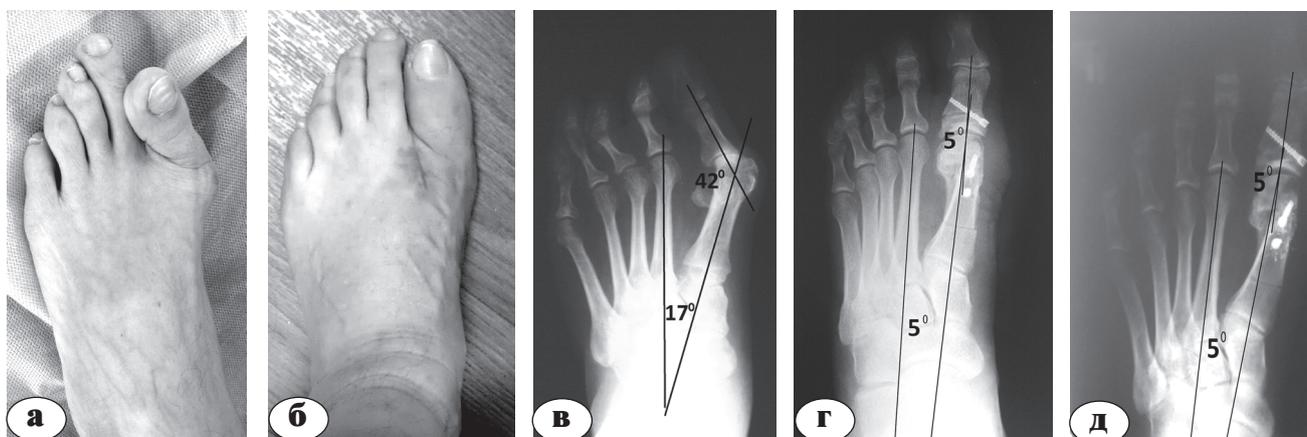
Пример односторонней коррекции деформации (группа 1): а – вид стопы до операции; б – после операции; в – рентгенограмма до операции; г – сразу после операции; д – через 6 месяцев после операции
